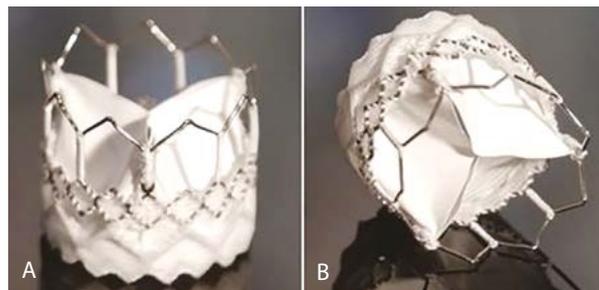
Протез «МедЛАБ-КТ»: вид сбоку (А); вид сверху (В)
